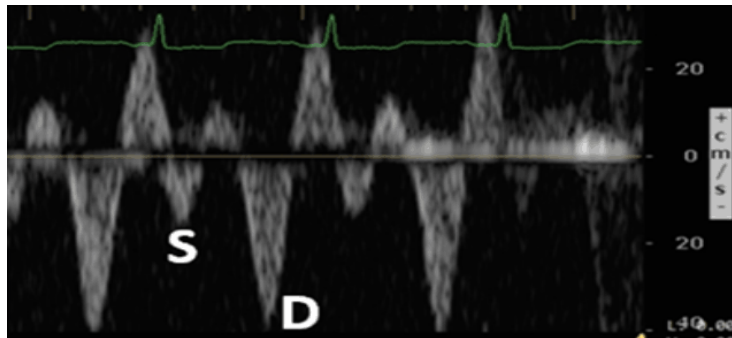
Doppler pulsado que muestra anomalía leve de la vena hepática: onda S < onda D.
